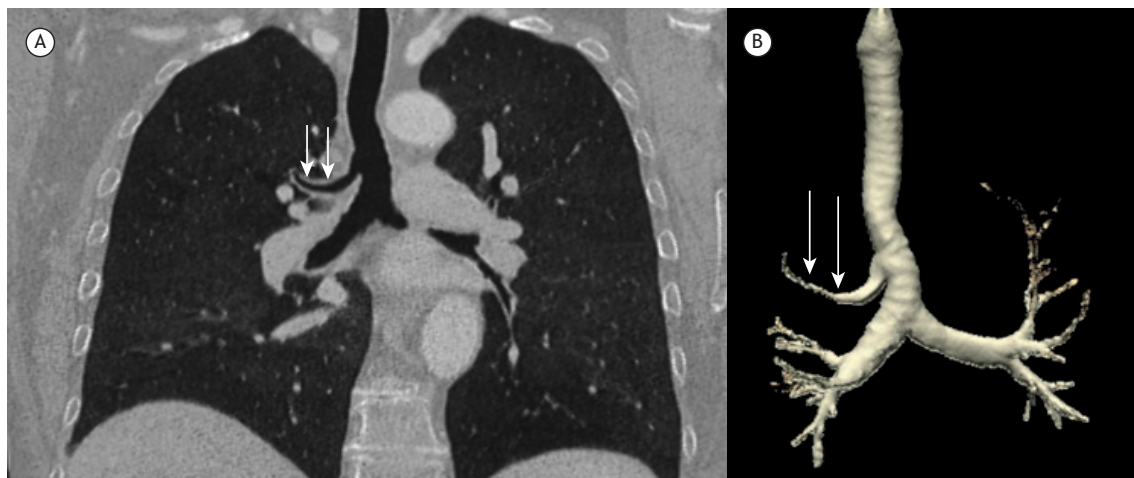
(A) TC coronal e (B) TC com reconstrução volumétrica proporcionando uma melhor representação do brônquio traqueal (setas).
